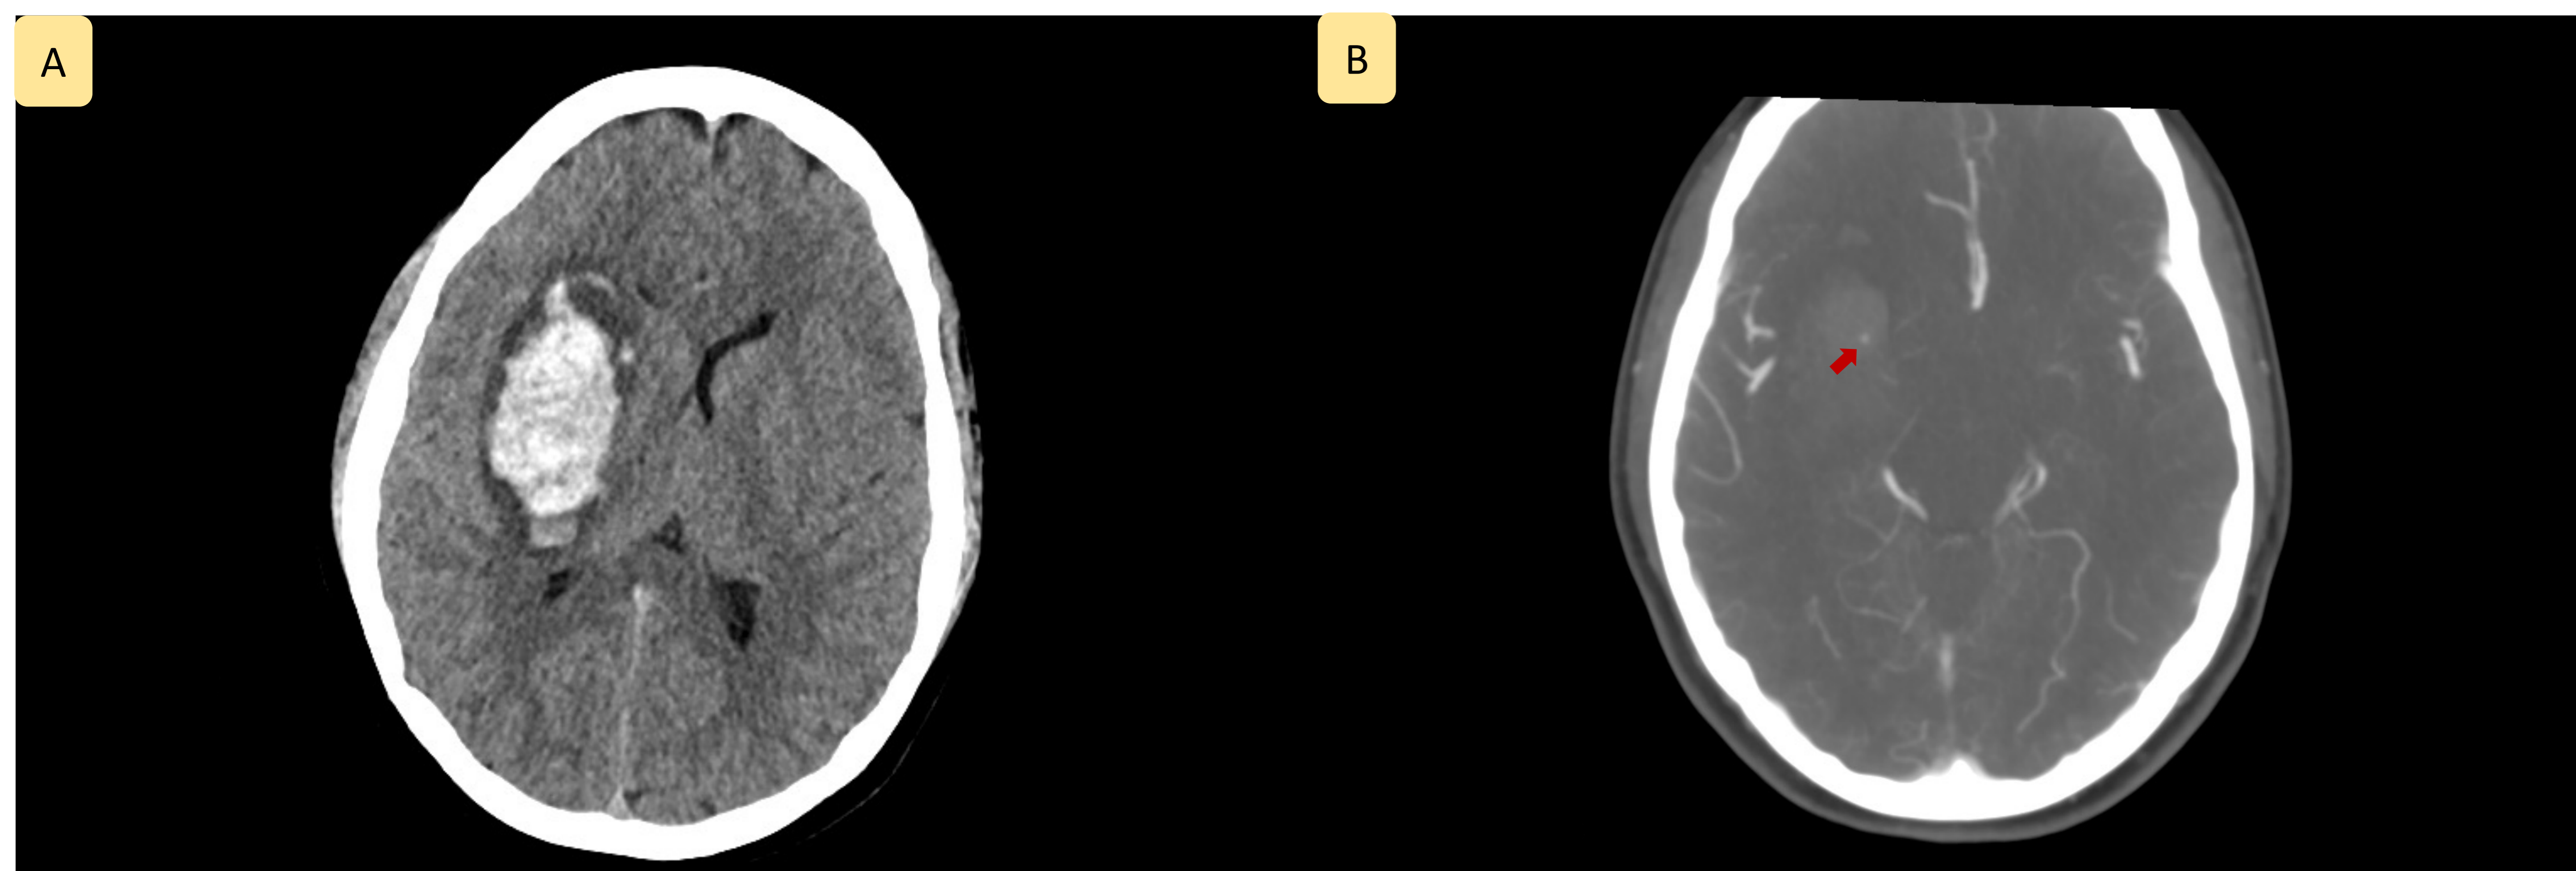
(A) TC sin contraste con hematoma en región lenticular derecha. (B) Angio-TC en el que destaca un foco hiperdenso en el interior del hematoma agudo, separado de los vasos adyacentes y no visible en la TC sin contraste, que representa *sangrado activo*.
